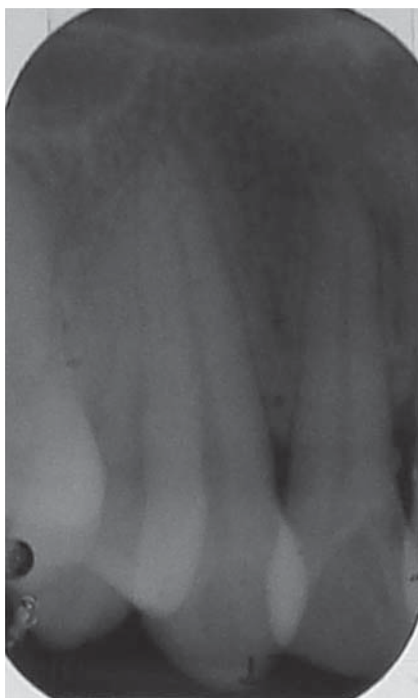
Imagen radiográfica periapical con técnica paralela zona canino superior.
